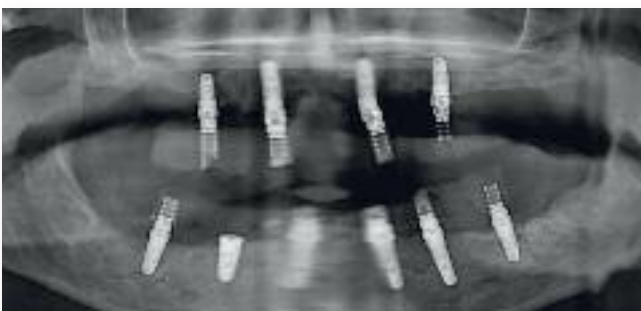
Nach dem Röntgenkontrollbild verließ die Patientin die Praxis am Tage des chirurgischen Eingriffs mit einem fest-sitzenden, temporären Zahnersatz.
